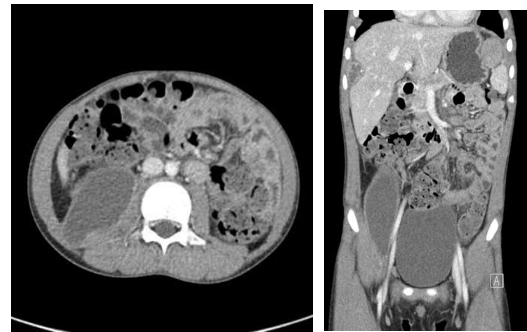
(A). A cross sectional view of the abdominal CT with contrast shows 16 × 4.6 cm sized iliopsoas abscess with enhancing rim on the right side of the abdomen. (B). In an axial view, increased sized multiple intraabdominal abscesses were seen under the subcapsular area of the liver and left subphrenic area.
